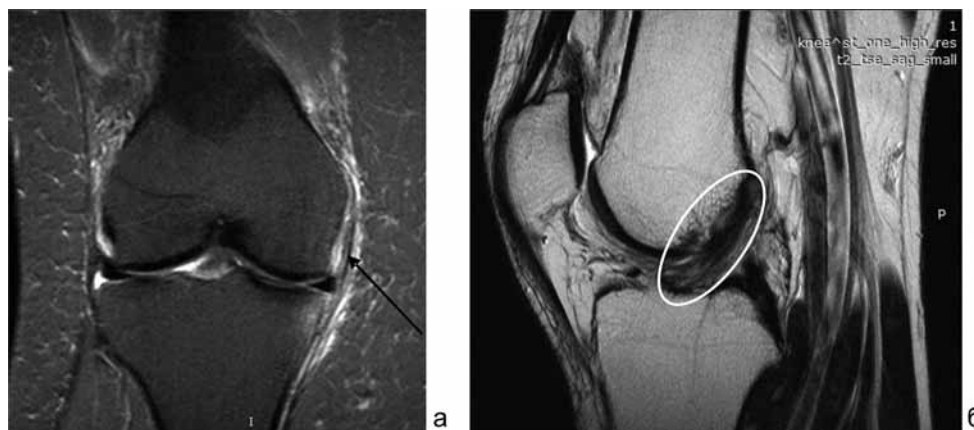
а – МРТ коленного сустава больной Р., 47 лет. T1 firm. Коронарная плоскость. ДОА коленного сустава. Повреждение медиальной коллатеральной связки: утолщение, частичное прерывание волокон, отделение их от подлежащей кости, отек (стрелка); б – МРТ левого коленного сустава больной М., 40 л. T2 Tse. ДОА левого коленного сустава 2 ст. Сагиттальная плоскость. Передняя крестообразная связка утолщена, деформирована, с дезорганизованной структурой (овал)
